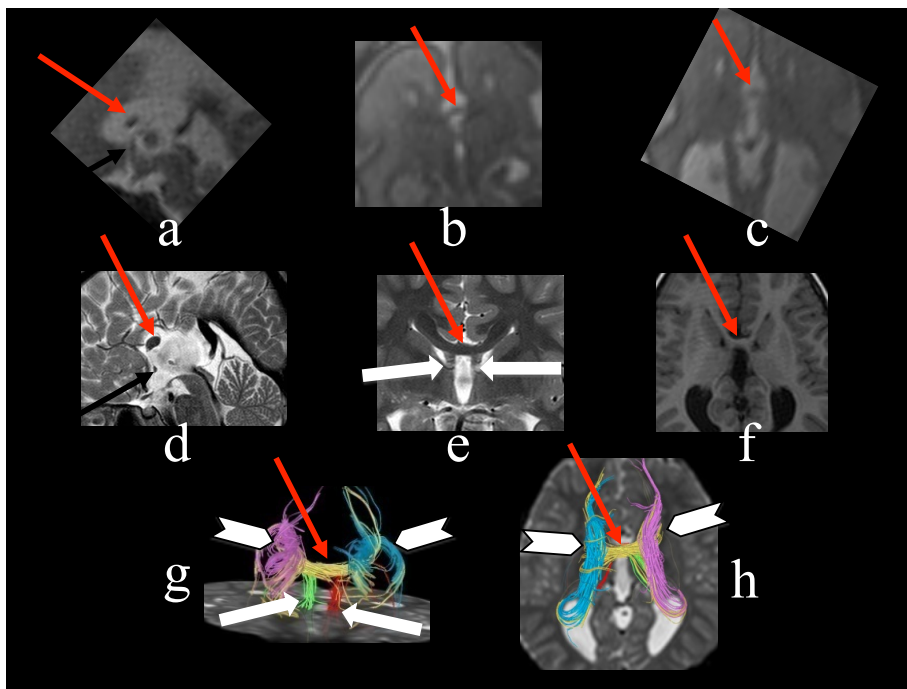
a - b) sezioni sagittale, coronale, assiale ss-FSE 3 mm di spessore T2-weighted di un feto di 25w nelle quali si visualizza la commissura anteriore (freccia nera) e la commissura ibrida (freccia rossa); le frecce bianche evidenziano i fornici. Notare come la commissura ibrida sia localizzata cranialmente rispetto alla commissura ippocampale vestigiale come mostrato nella figura 9. d- f) sezioni sagittale, coronale T2 e assiale T1-weighted dello stesso paziente in epoca post-natale che confermano i reperti pre-natali: presenza della commissura anteriore (freccia nera) e commissura ibrida (freccia rossa); le frecce bianche indicano i fornici. g and h) immagini ottenute con il fiber tracking dello stesso paziente che evidenziano il decorso delle fibre della commissura ibrida (la freccia rossa indica le fibre gialle che connettono apparentemente gli emisferi cerebrali ed i fornici dell' ippocampo), le frecce bianche spesse indicano i fasci di Probst (azzurro e violetto), le frecce bianche sottili indicano i fornici (verde e rosso).
